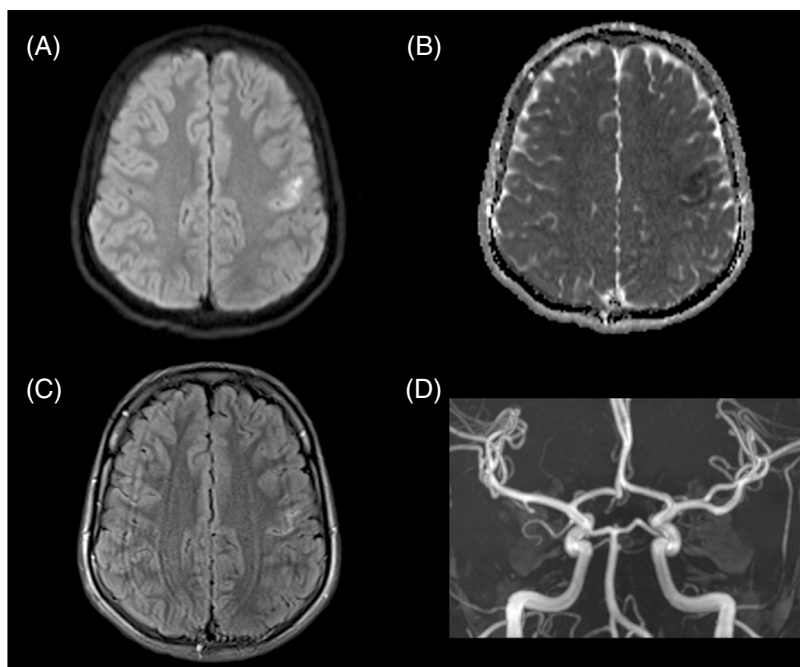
Angio-IRM cérébrale (vignette clinique 1) réalisée à +6 heures.
